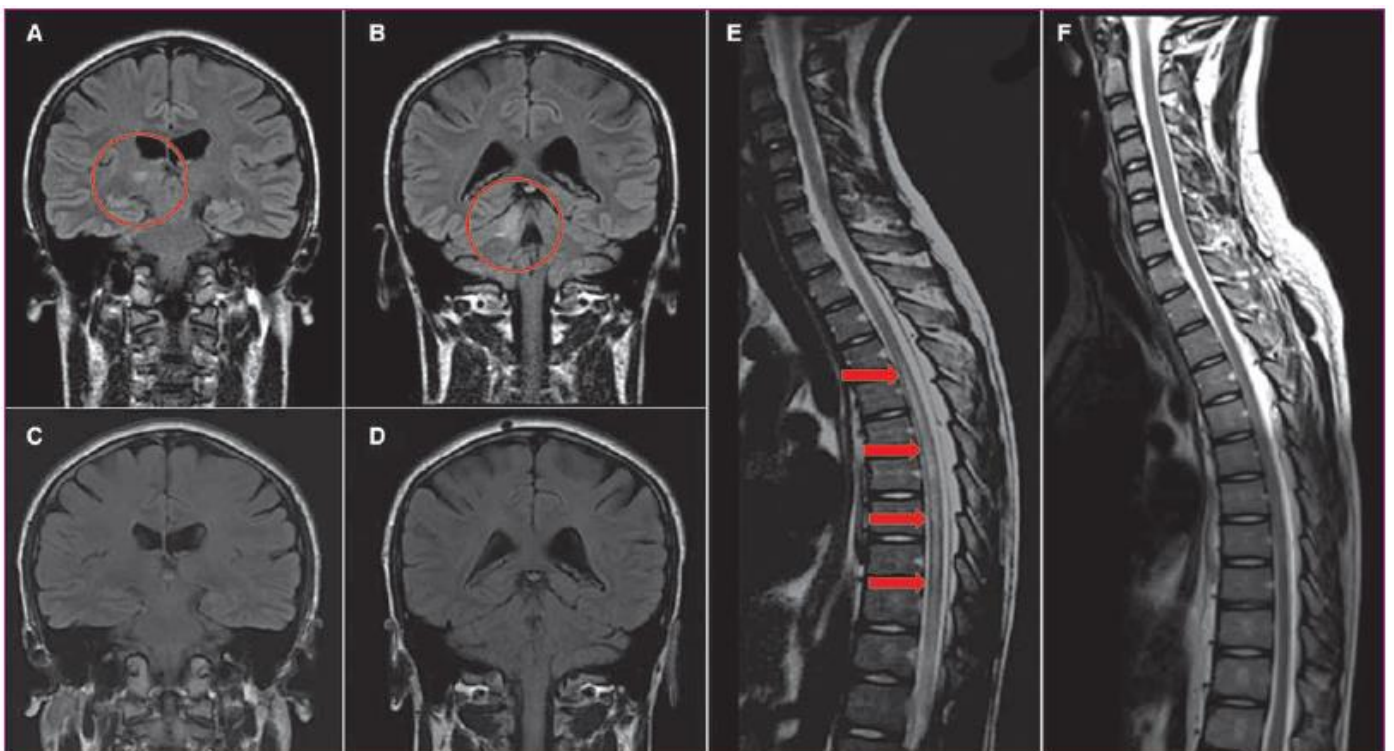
МРТ головного (А-Д) и спинного (Е, F) мозга: А, В, Е — острая фаза воспаления; С, D, F — ремиссия [5]
